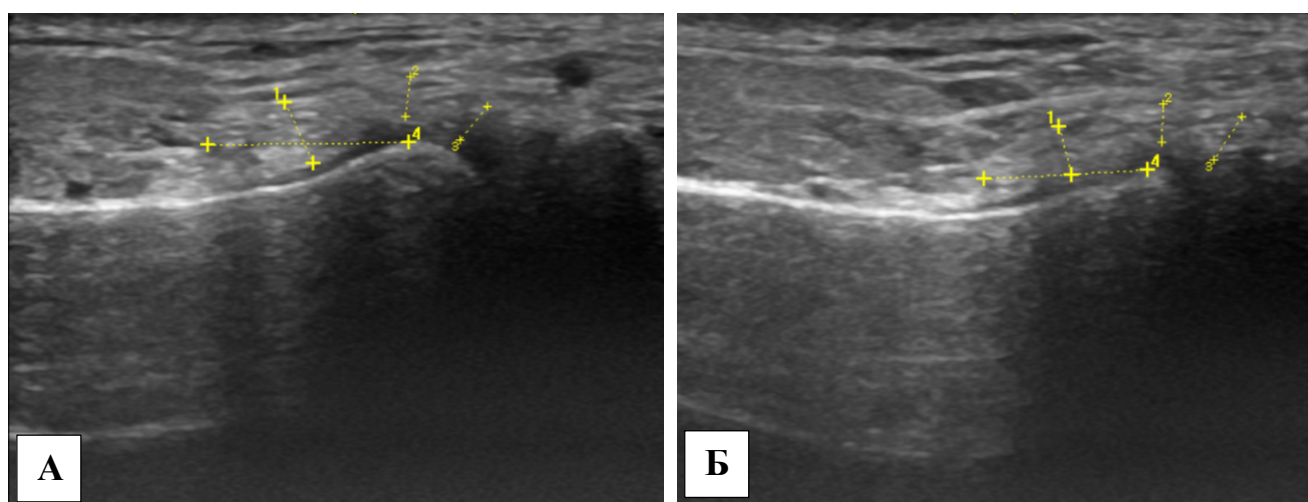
Изображение правого ВНЧС при УЗИ у пациента С.: А – до лечения (диск смещён кпереди и деформирован); Б – после лечения (нормализация положения суставного диска)
